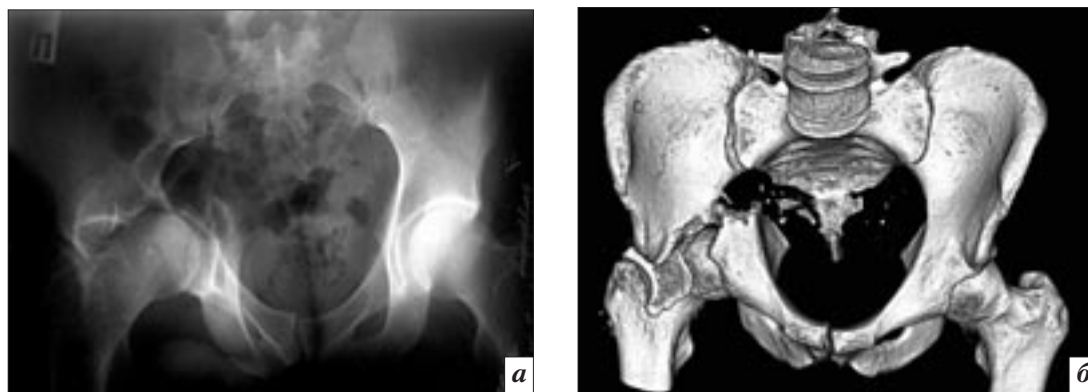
Тот же случай. Рентгенограмма выполненная в задней аксиальной проекции входного отверстия таза (Inlet) в модификации Лилиенфельда (а) и МСКТ с использованием 3-D реконструкции (б).
